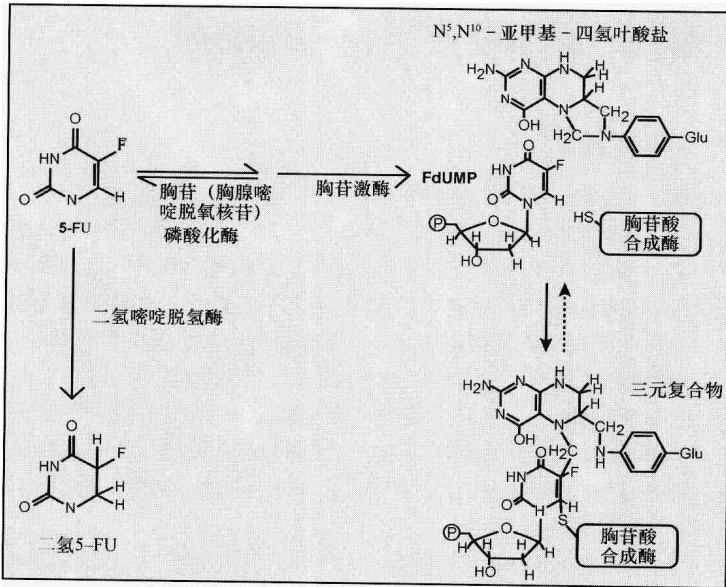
氟尿嘧啶(5-FU)的活化(通过TP和TK)和失活(通过DPD)过程
